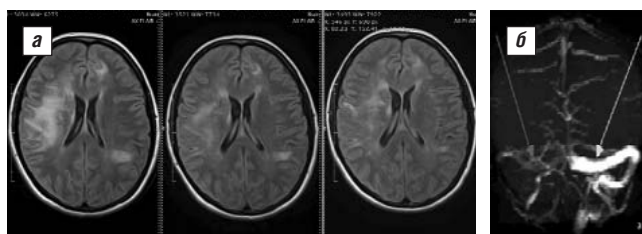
Поражение нервной системы при ББ: а – МРТ: паренхиматозный менингоэнцефалит (очаги в T2ВИ; положительная динамика на фоне иммуносупрессивной терапии); б – МРВ: тромбоз правого поперечного синуса
